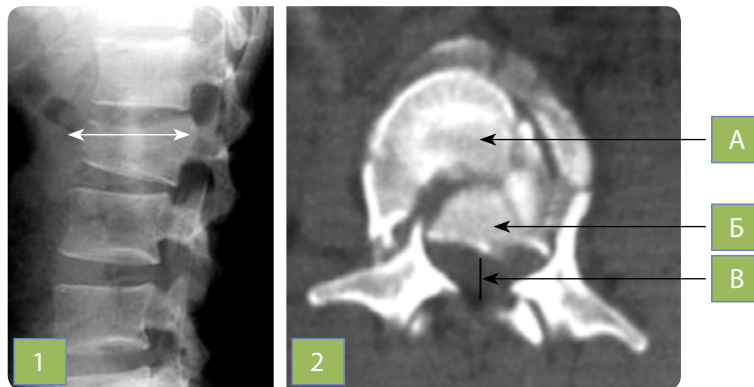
1 — рентгенографія вибухового перелому тіла L<sub>2</sub> хребця — збільшення передньо-заднього розміру тіла хребця. 2 — КТ дозволяє уточнити характер кісткових пошкоджень хребта: А — перелом тіла хребця, Б — наявність фрагментів тіла у каналі хребта, В — звуження передньо-заднього розміру каналу хребта
